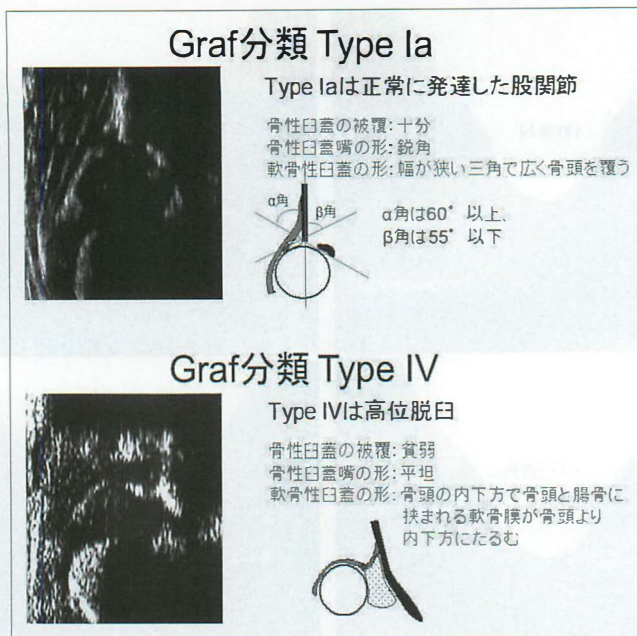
Graf 法による脱臼股の超音波断層像
